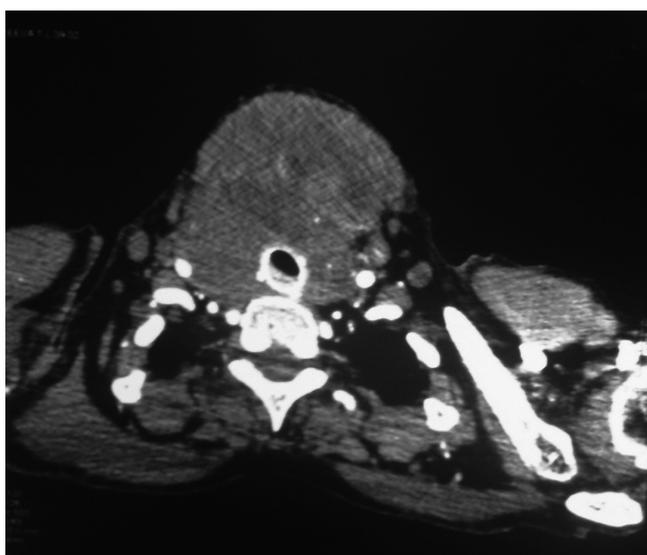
КТ — исследование пациента анапластическим раком ЩЖ, осложненным компрессионным синдромом (прямая и боковая проекции)
